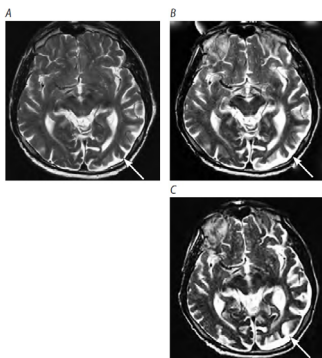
МРТ головного мозга пациента с лППА в динамике: при первичном обращении (А), через 2 года наблюдения (В), через 3 года наблюдения (С). Выраженная асимметричная атрофия головного мозга с преимущественным вовлечением левой височной доли, затылочной доли [9].
